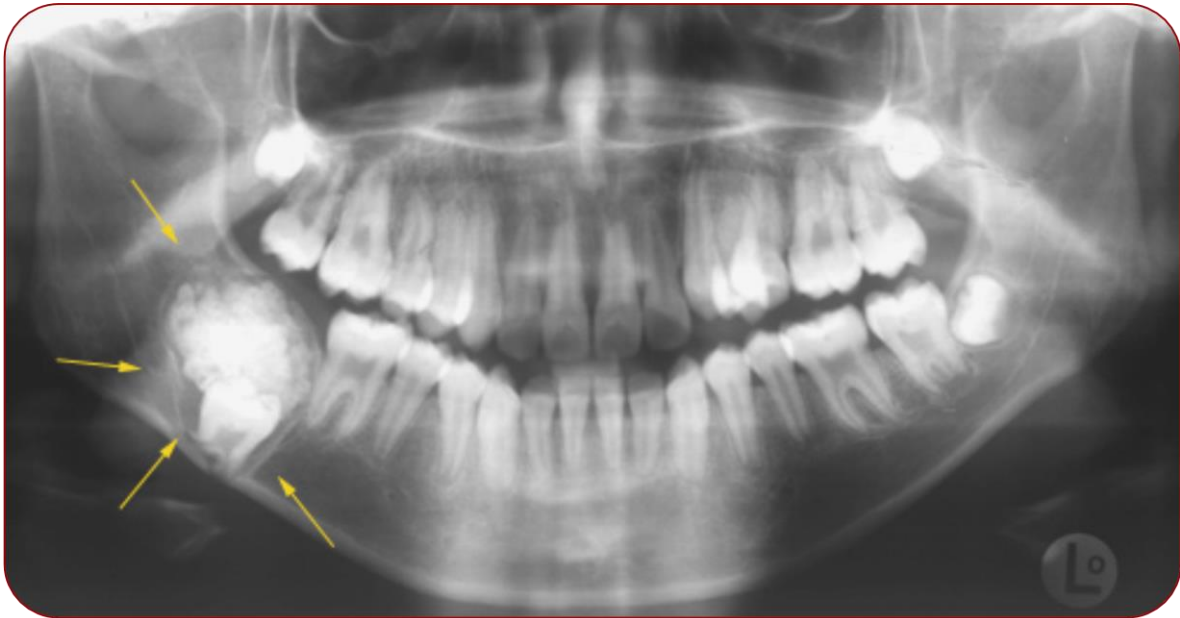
Radiografía panorámica de odontoma complejo. Fuente directa.
